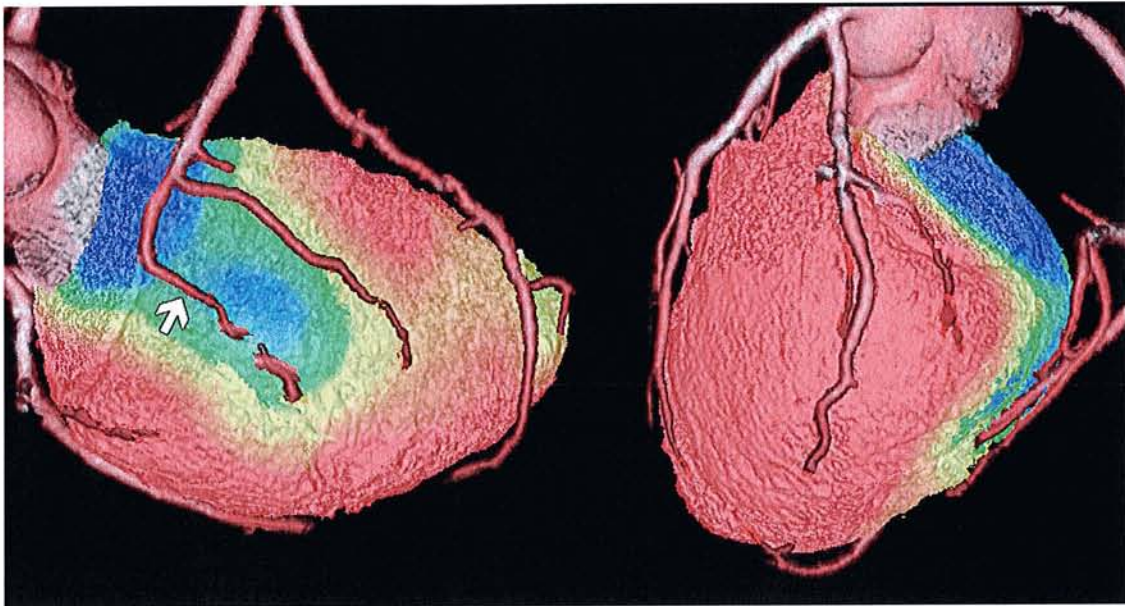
Exemple d'image de fusion entre la tomoscintigraphie de repos (bilan de viabilité) et le coroscanner, en utilisant le logiciel CardIQ Fusion, montrant un infarctus attribué à la CD ou à la CX selon les observateurs de la tomoscintigraphie seule. Le coroscanner permettait de préciser l'artère responsable de l'infarctus, en montrant une sténose significative d'une branche rétroventriculaire postérieure (territoire de la CD).
